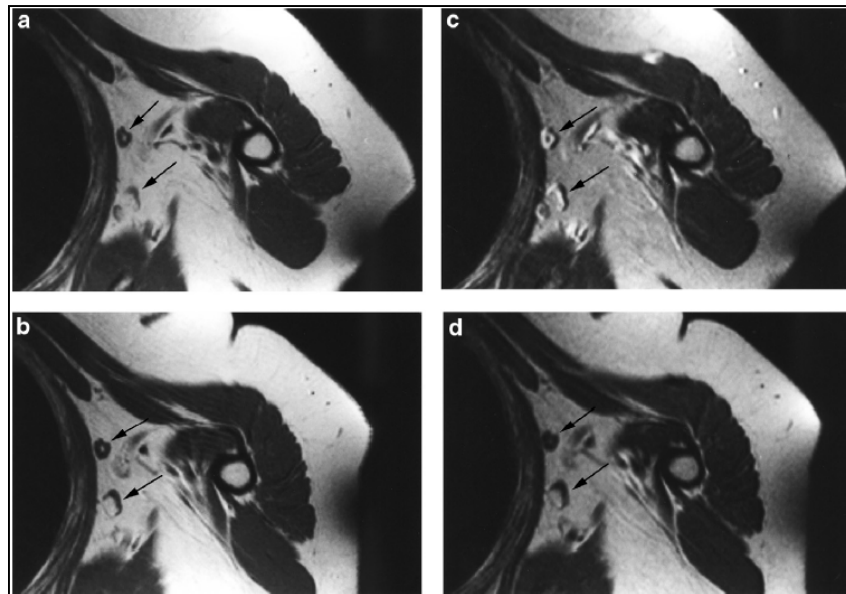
Variation d'intensité du signal IRM avant (a) et après (b, c, d) injection d'USPIO pour la localisation de ganglions sentinelles (34)
